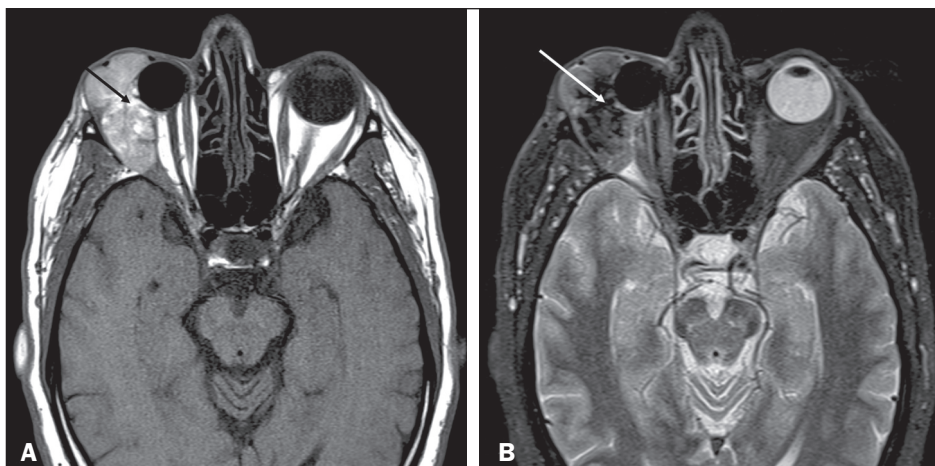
Imagens axiais de ressonância magnética de órbitas, nas sequências T1 (A) e STIR (B), demonstrando lesão expansiva lobulada, heterogênea, intraconal e extraconal localizada no compartimento lateral da órbita direita, apresentando focos de hipersinal nas sequências ponderadas em T1 (seta preta) e hipossinal em T2 (seta branca), sem queda do sinal nas sequências com supressão de gordura (imagens não apresentadas), compatíveis com depósitos de melanina.
